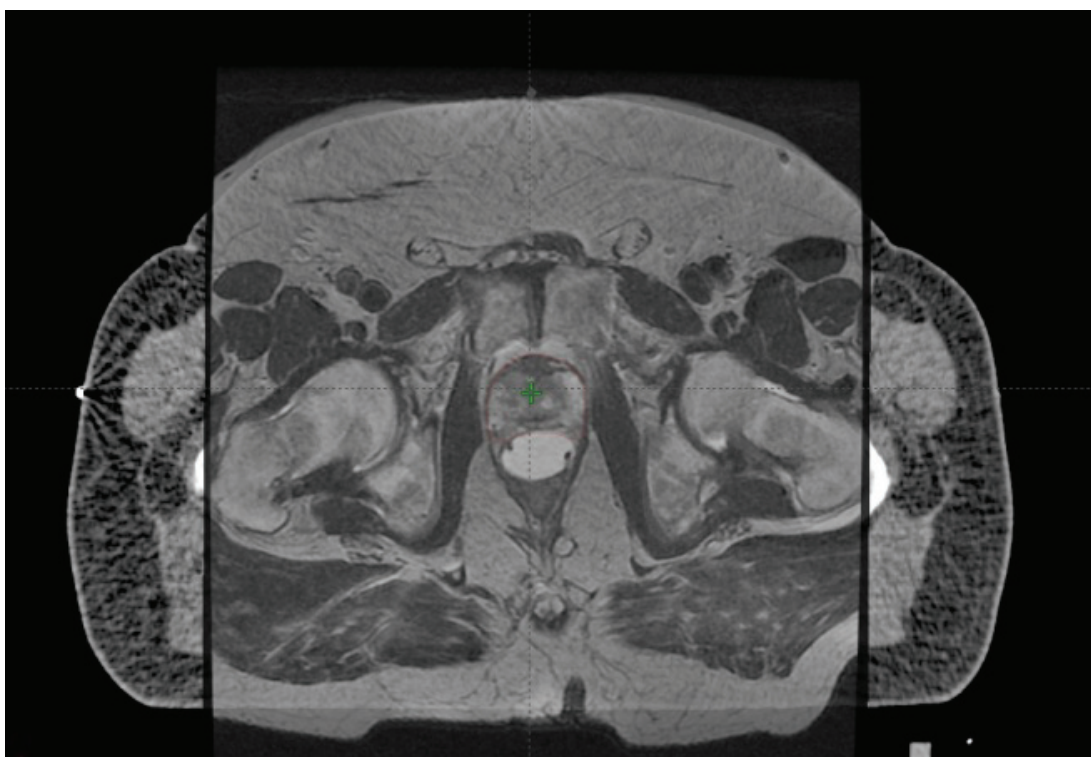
Совмещение КТ- и МРТ-изображений малого таза.
